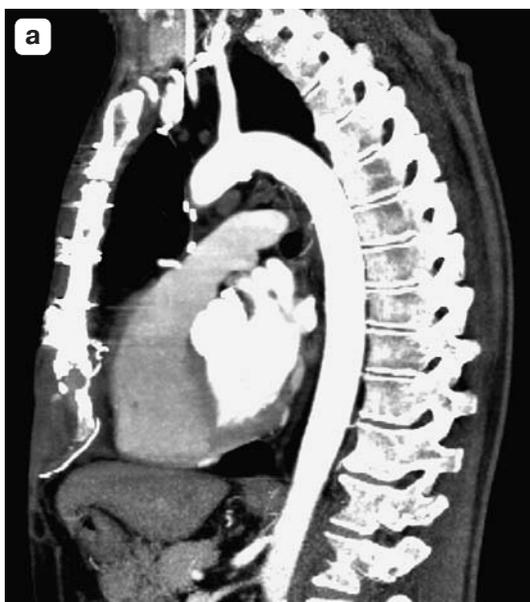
3D-МСКТ грудной клетки. а – инородное тело в проекции мечевидного отростка; б – состояние после тотальной стернумэктомии, указана площадь дефекта передней грудной стенки.
